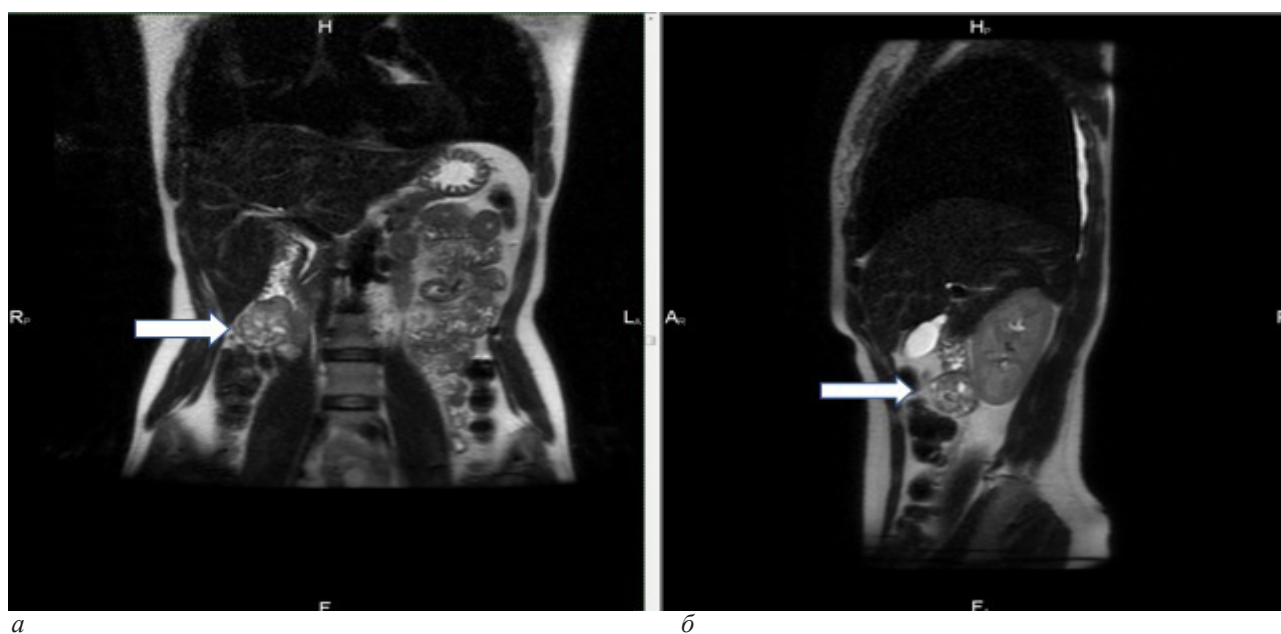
МРТ органов брюшной полости: а – фронтальный срез, стрелкой указано образование; б – сагиттальный срез, стрелкой указано образование
